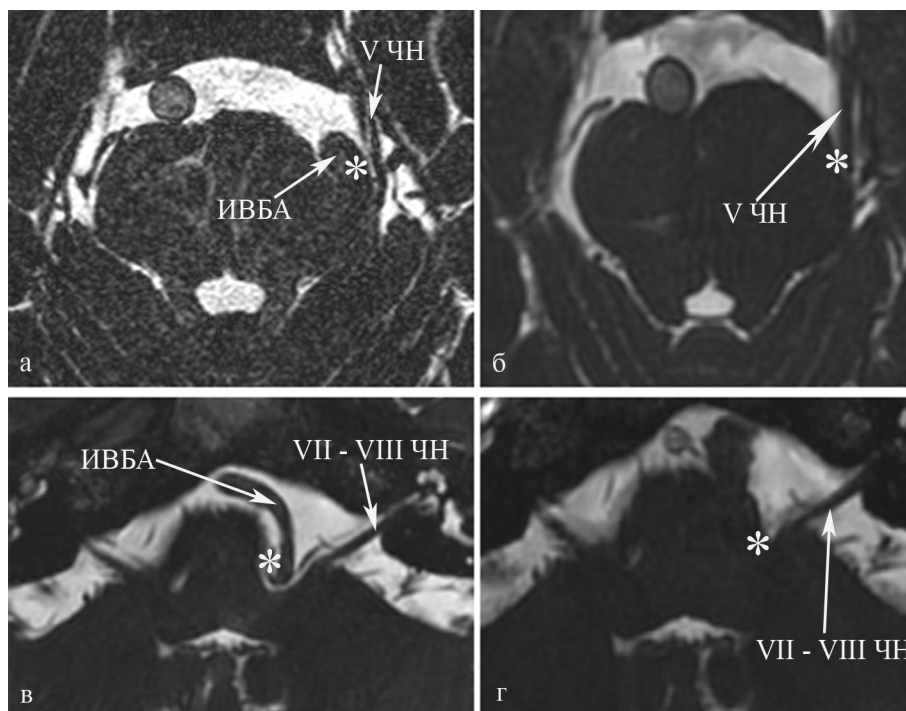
МРТ-картина нейроваскулярных взаимоотношений (*) до (а, в) и после (б, г) хирургического вмешательства при тригеминальной невралгии (а, б) и гемифациальном спазме (в, г).
